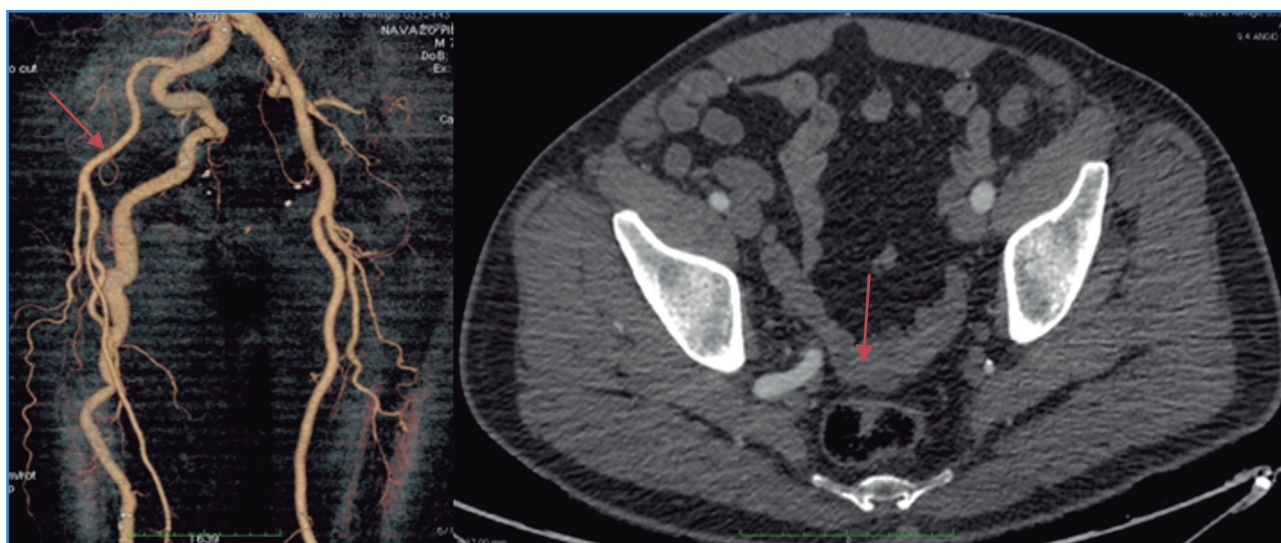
Reconstrucción 3D donde se señala la presencia de una arteria ciática persistente completa (A). Arteria ciática persistente en un corte axial de angio-TC a nivel de la pelvis (B).
